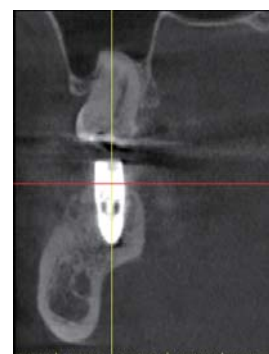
術後 CT 画像 頬側に骨の増生が認められる。
